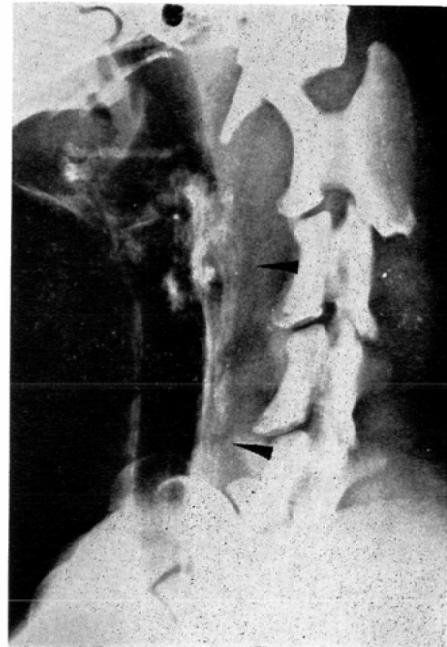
X-ray showing capillary phase of the conventional anterior thyroidal arteriogram. A contrast medium of 8ml using only Conraxin L was infused for 30 seconds. X-ray was taken 30 seconds after the completion of infusion. The cervical esophagus was faintly opacified and its opacification was not homogeneous and was ill-defined.
